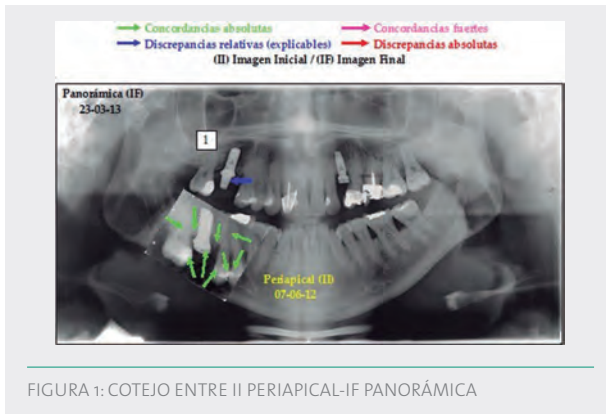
COTEJO ENTRE II PERIAPICAL-IF PANORÁMICA
